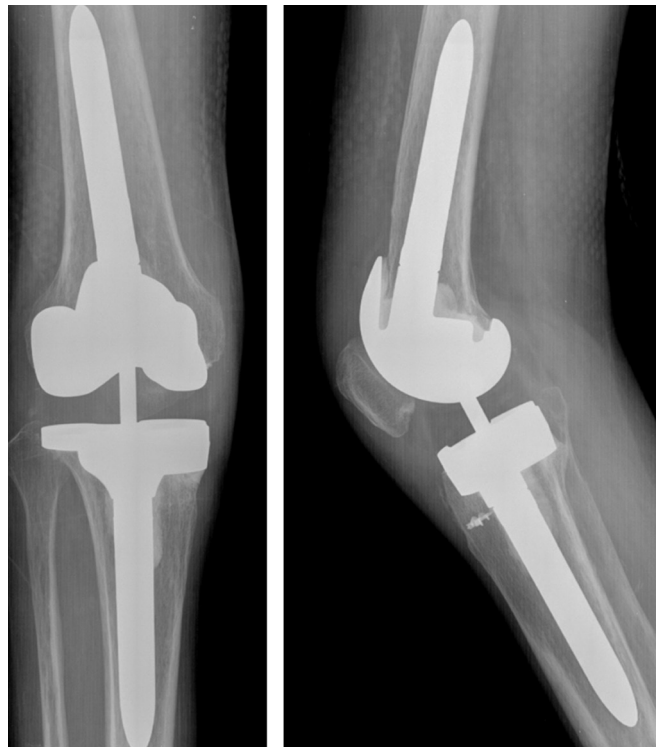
Postoperative radiographs within one year follow up
